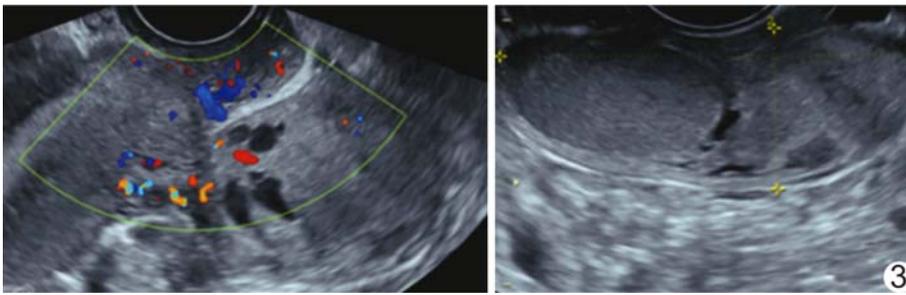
半年前超声 子宫后方 6.7 cm×3.0 cm×5.9 cm 囊实性包块,与宫体之间存在蒂状连接,其表面见囊块,内含较稠液体,囊性部分均未见血流信号
